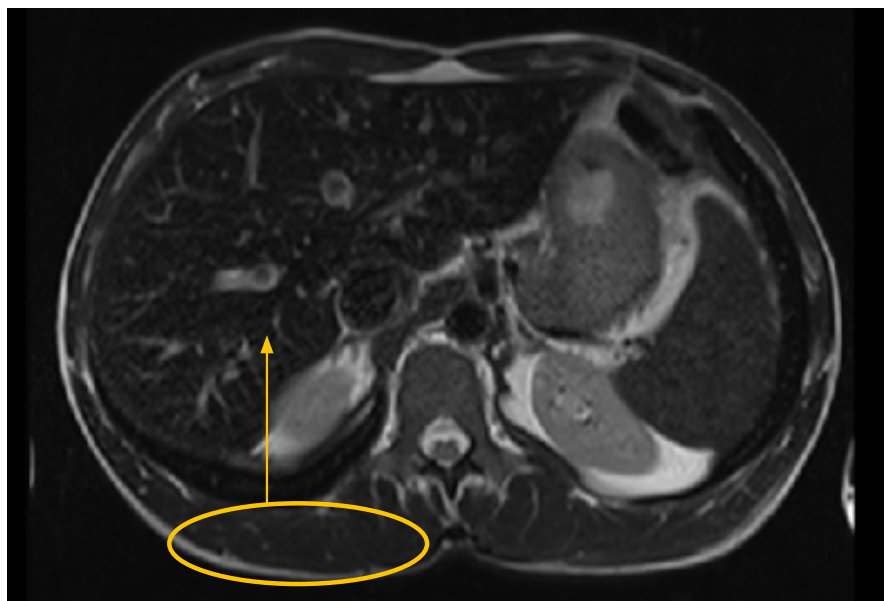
Ressonância magnética nuclear hepática - sequência eco-gradiente/T2* com redução de sinal hepático por comparação às estruturas musculares para-espinais
